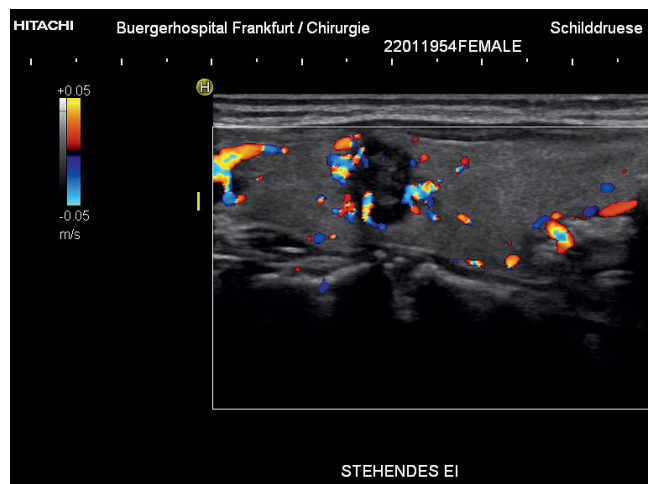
TIRADS 5 Knoten im Längsschnitt mit Farbdoppler-Codierung, gleicher Fall wie Fig. 3a.
